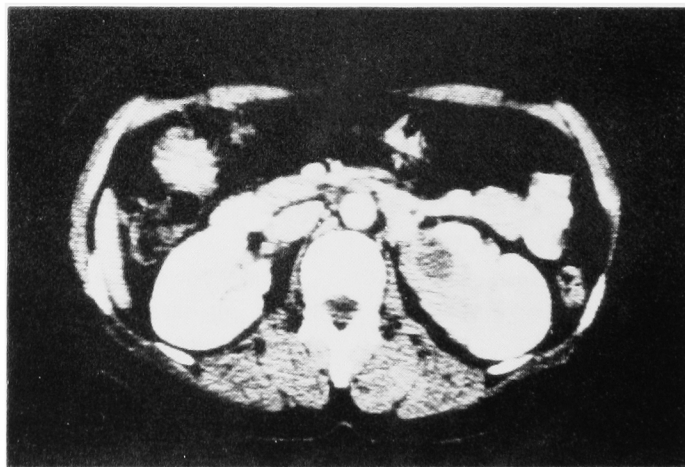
Computerized tomography revealed a solid tumor at the internal region of the left kidney.
